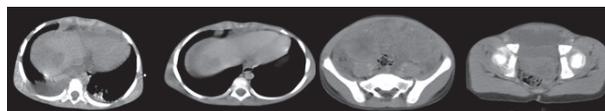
Tomografia na admissão: tumoração justa parietal no hemitórax direito, de situação anterior, outro foco de lesão junto ao diafragma direito; volumosa ascite; fígado com lesão hipodensa no segmento IV A, junto ao bordo hepatofrênico, medindo 28 x 27 mm; tumoração abdominopélvica
